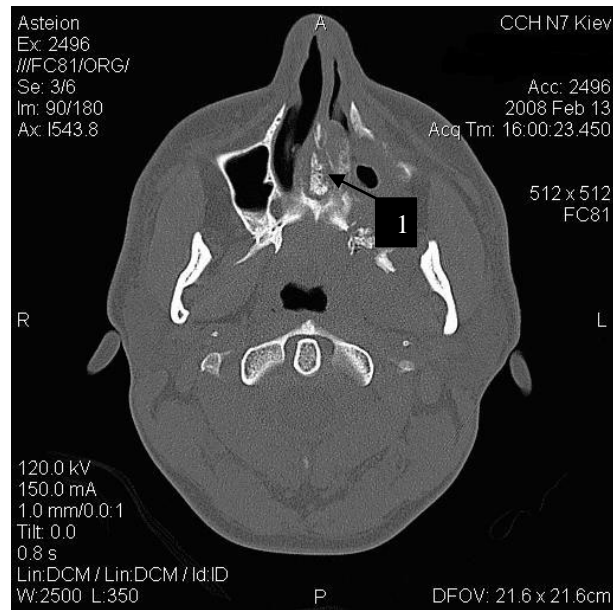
КТ хворого О., 28 років з дифузним остеомієлітом верхньої щелепи зліва (1 - деструкція та остеосклероз леміша).
